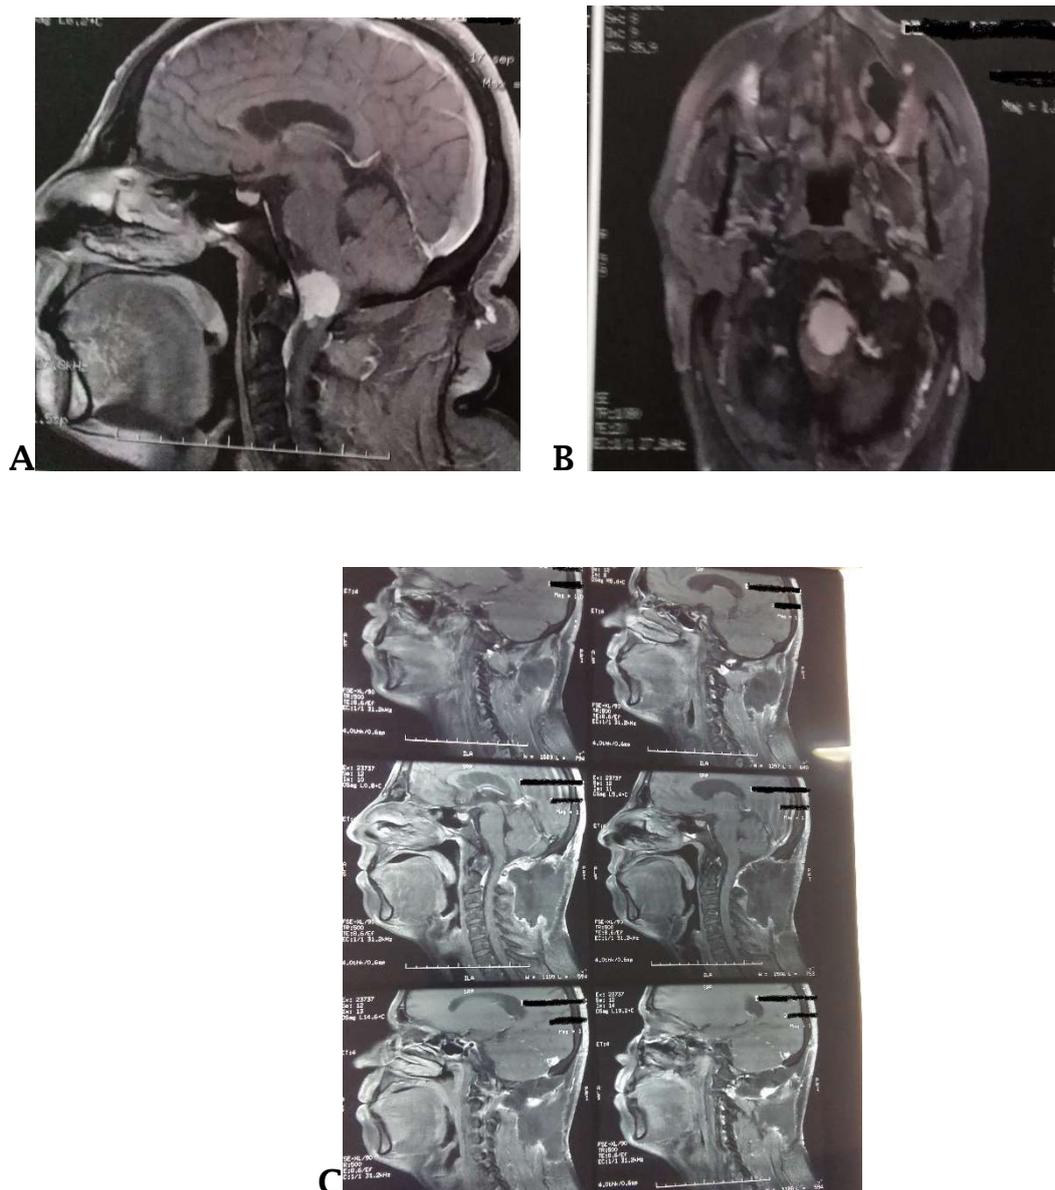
L'IRM préopératoire (A, B) du patient n°1 et son IRM postopératoire (C) montrant une résection complète et un pseudo-méningocèle important.
